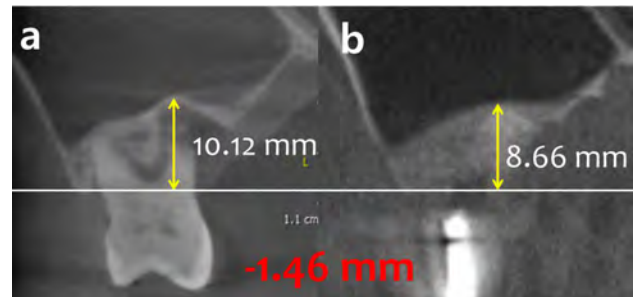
(a) Cone-beam computed tomography (CBCT) taken before extraction revealed ridge height of 10.12 mm from a reference line. (b) CBCT taken 3 months after extraction and ridge preservation revealed residual ridge height of 8.66 mm. 1.46 mm of pneumatization occurred.
